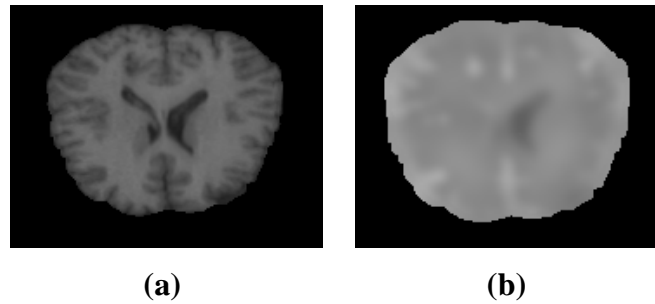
Champ de biais dans un échantillon d'IRM *IBSR* réelle :
